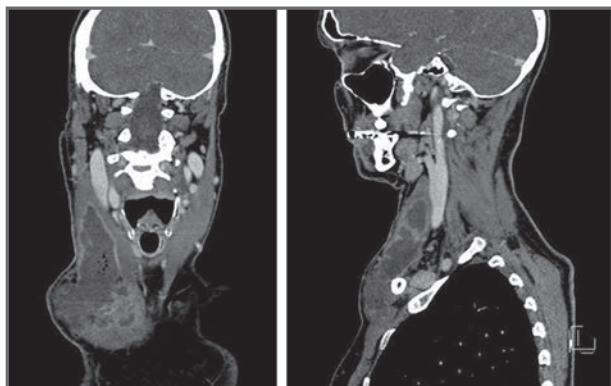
TC en la que se aprecia el absceso.
